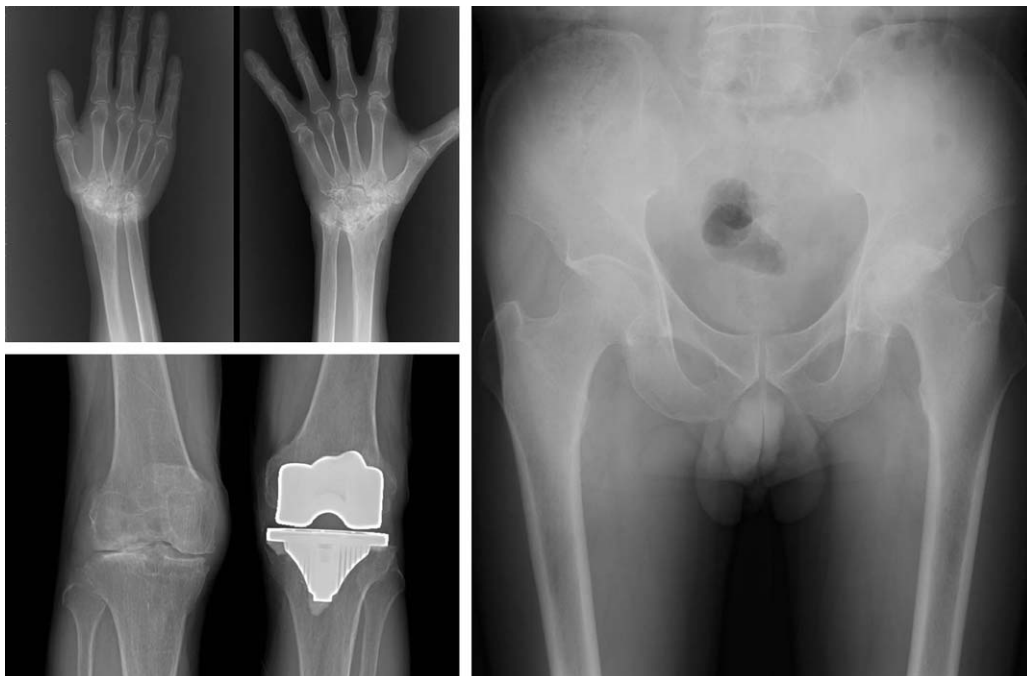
Case 2. Radiographs of a 66-year-old man with a 20-year history of rheumatoid arthritis, obtained at the onset of left hip joint pain. The radiographs showed even joint space narrowing and sclerosis in the both wrist joints, right knee joint, and left hip joint. Arthroplasty were already performed in the left knee joint.
